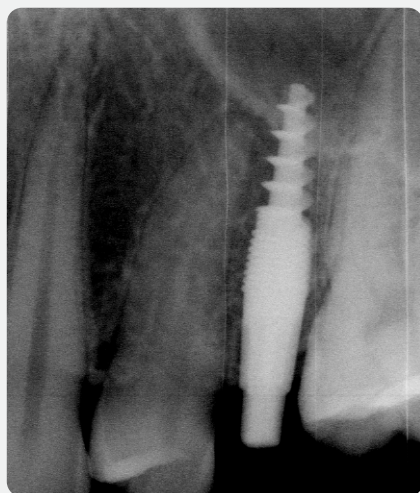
Röntgenkontrolle.
